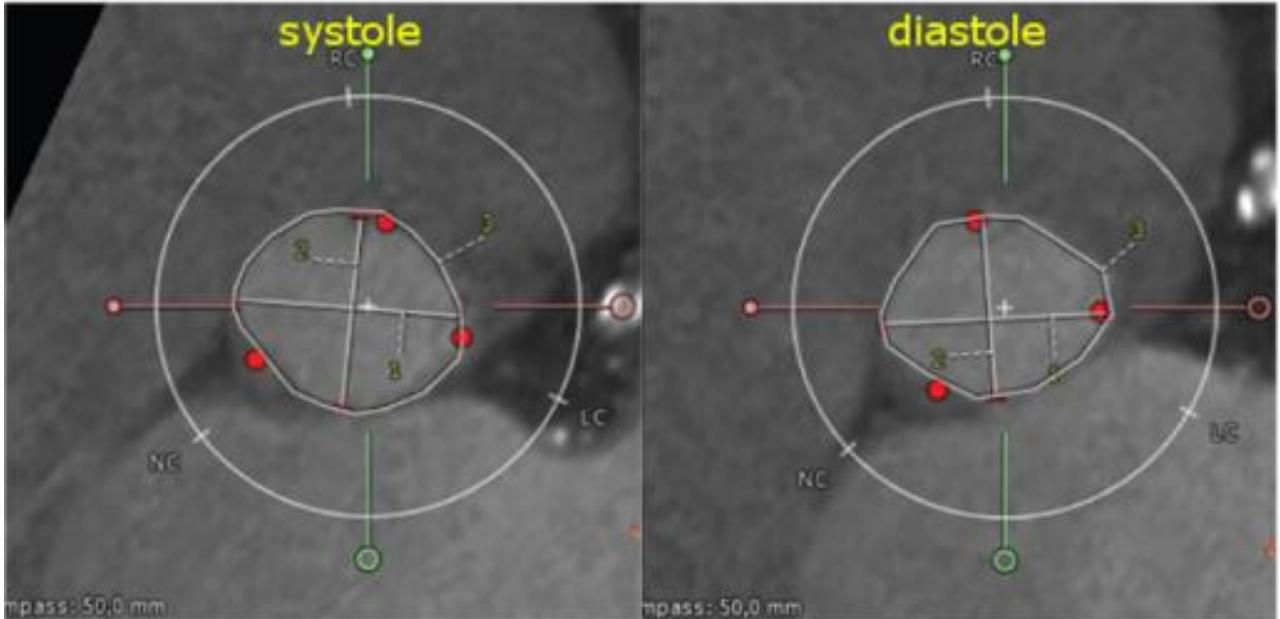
Computertomographie des Aortenannulus in der transversalen Achse
